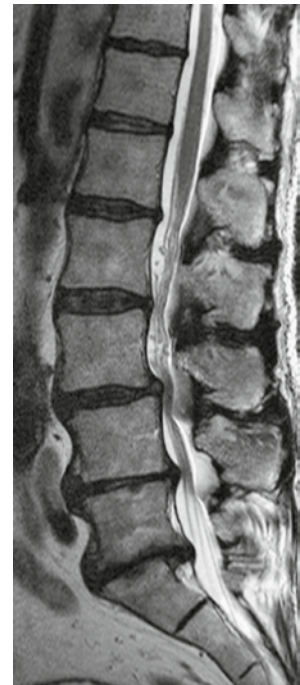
MRT des Patienten.
